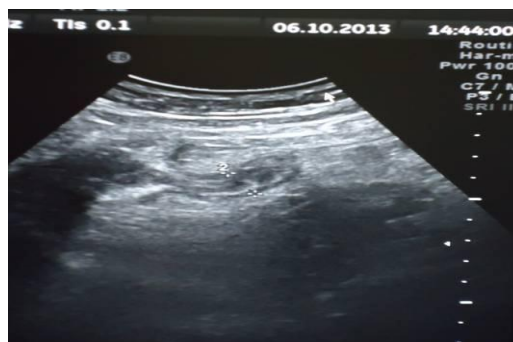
Ultrasonido vista longitudinal del apéndice
